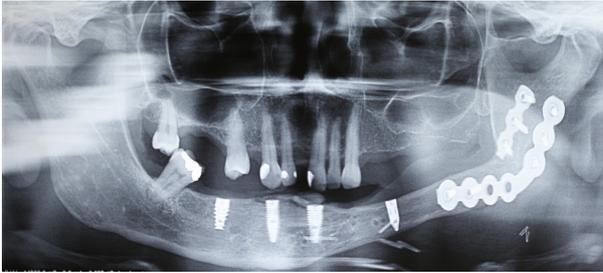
Radiografia panorâmica evidenciando osseointegração dos implantes
